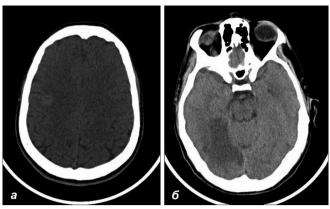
Больной Д. Компьютерная томограмма.
